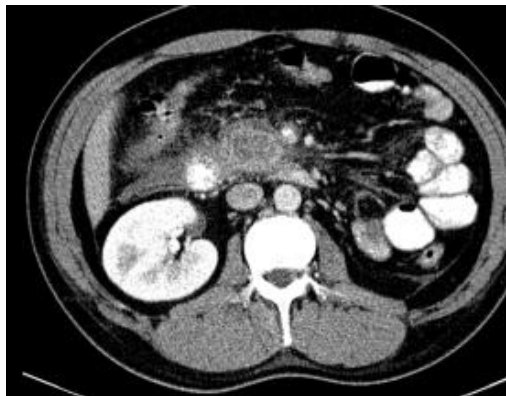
КТ брюшной полости больной С. 49 лет. Острый панкреонекроз. В области головки поджелудочной железы определяется гиподенсинный участок некроза, не усиливающийся при исследовании с контрастным усилением. Отмечается увеличение размеров головки поджелудочной железы, инфильтрация парапанкреатической клетчатки в области головки и по ходу правой передней почечной фасции
